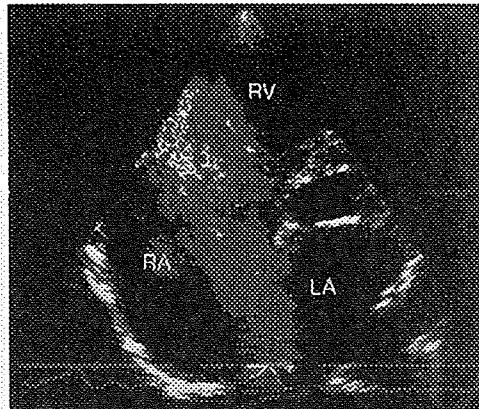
心房中隔欠損症の心エコー図（四腔像でのカラードブルー像）
